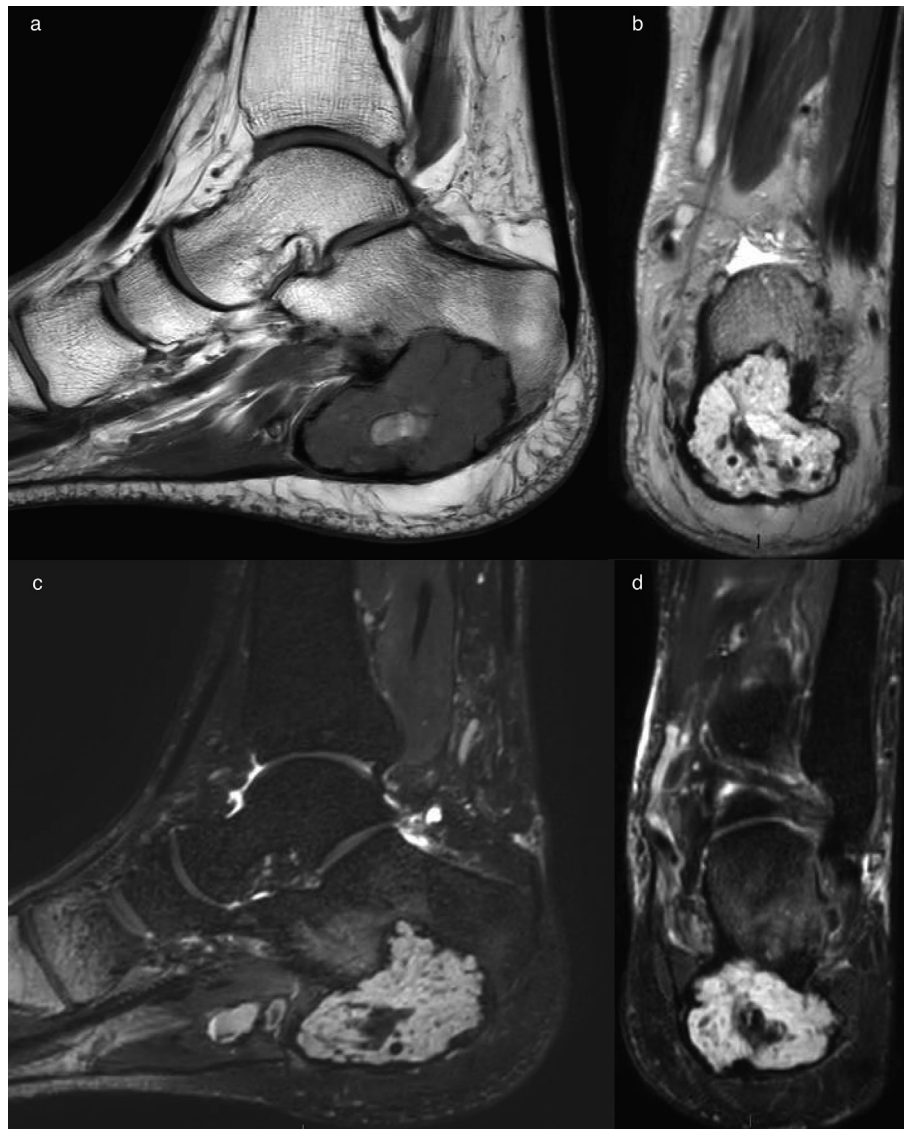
a-d: Präoperatives MRI eines calcanearen Hämangioendothelioms: (a) T1w sagittal, (b) T2w coronar, (c) SPAIR sagittal, (d) SPAIR coronar.
